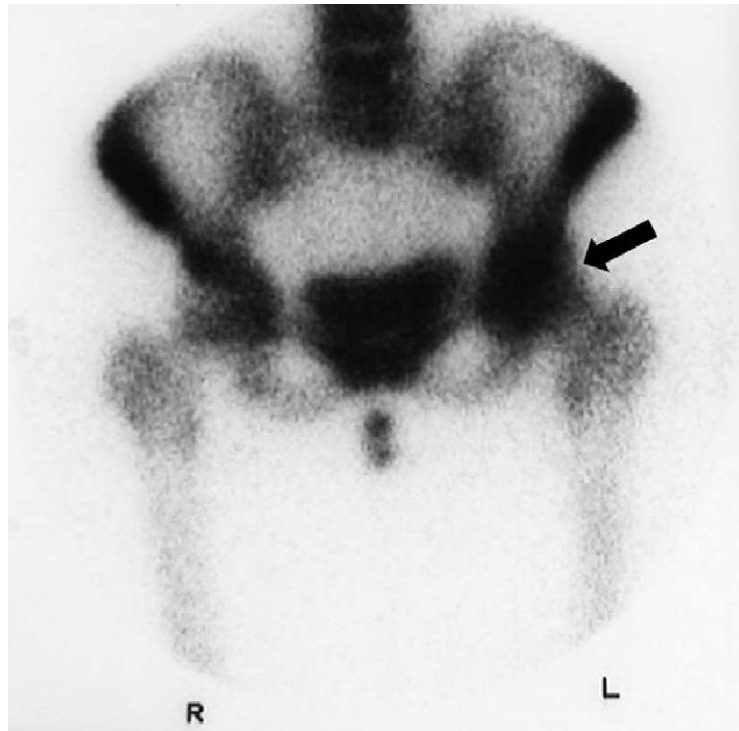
La scintigraphie osseuse montre une hyperfixation dans la région de la hanche gauche chez un patient avec une ostéonécrose de pointe[2].
